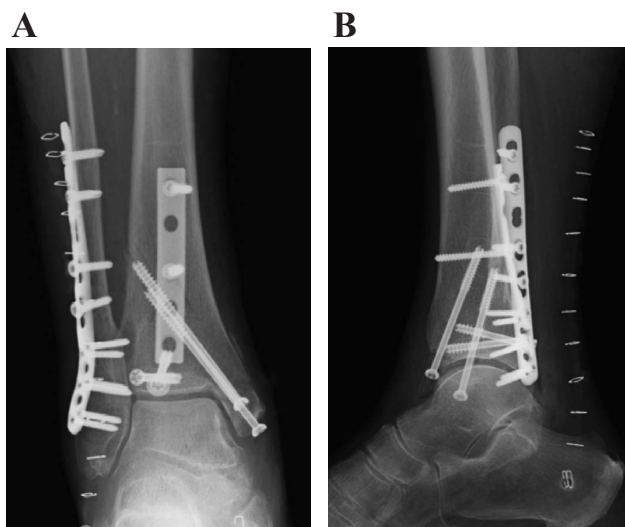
Postoperative anteroposterior and lateral radiographs showed an adequate congruency of the ankle joint. Posterior malleolus fixation was performed using a buttress plate and posterior-to-anterior lag screws. Lateral malleolar fracture was fixed with an antiglide plate, and medial malleolar fracture was fixed with lag screws.
